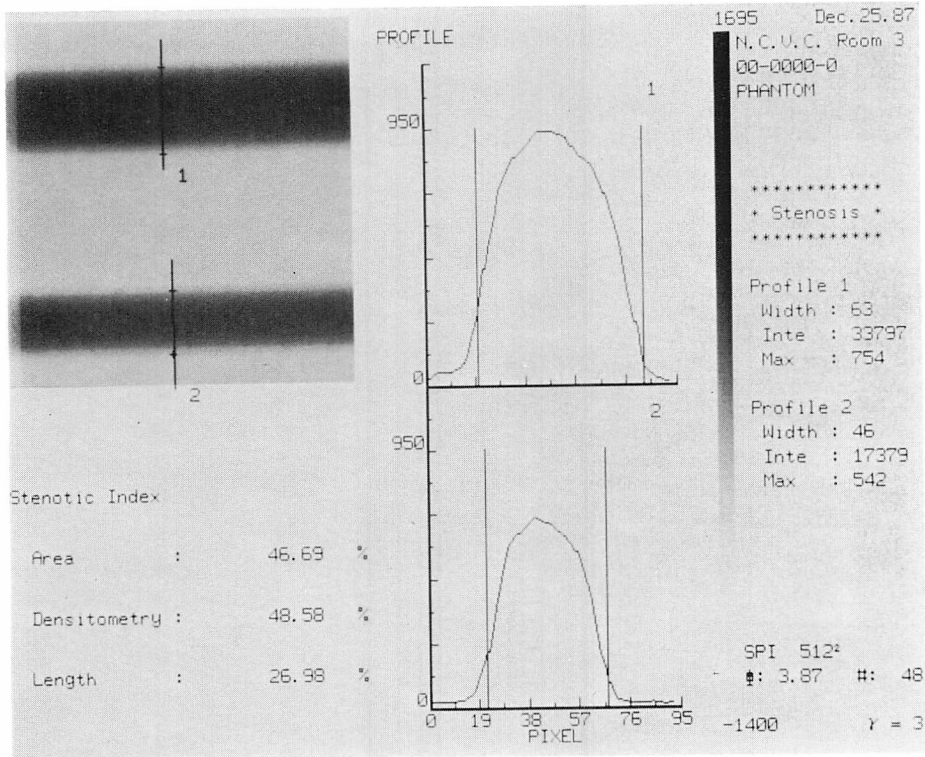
Radiographs of phantom, positioned parallel to the scanning lines of CRT and its densitometric profile curves.
